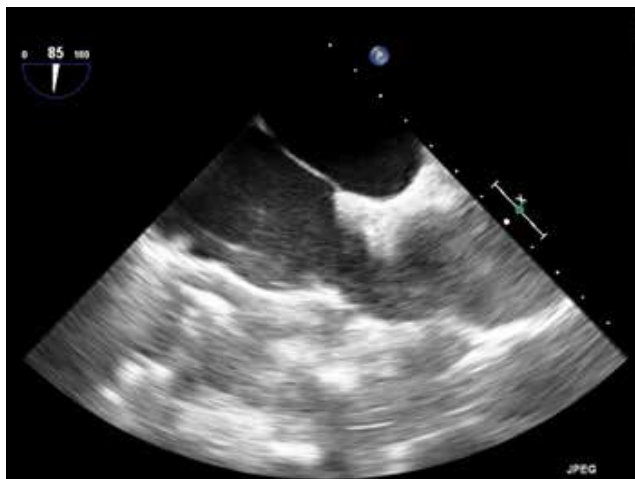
Чреспищеводное интраоперационное УЗИ-изображение, четырехкамерная позиция, дополнительных образований в полости правого предсердия не выявлено.
